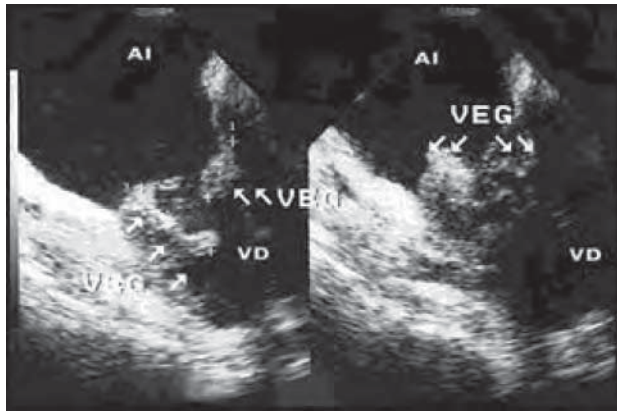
/8.- Ecocardiograma transesofágico. Plano transversal del tracto de entrada del ventrículo derecho. Las flechas señalan vegetaciones en la valva septal y en la valva anterior tricuspídeas.
